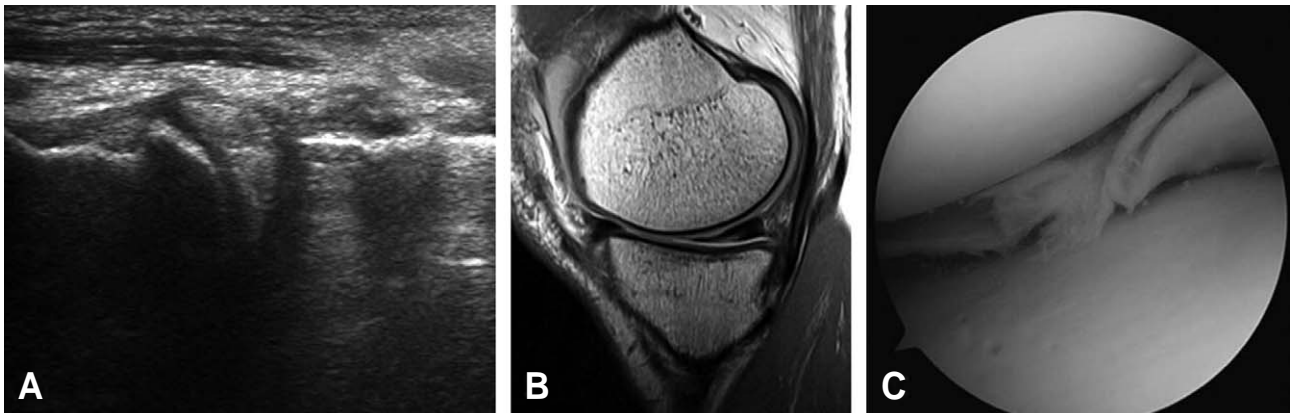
Ultrasonography shows inhomogeneity of medial meniscus (A). Sagittal MRI of medial meniscus (B). Arthroscopic finding (C).
